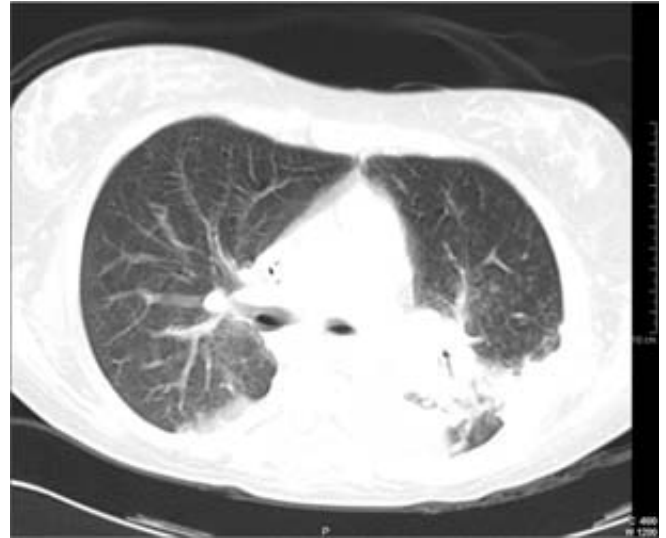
20/09/2006 TAC de tórax ventana pulmón. Absceso en base izquierda con atelectasia.
